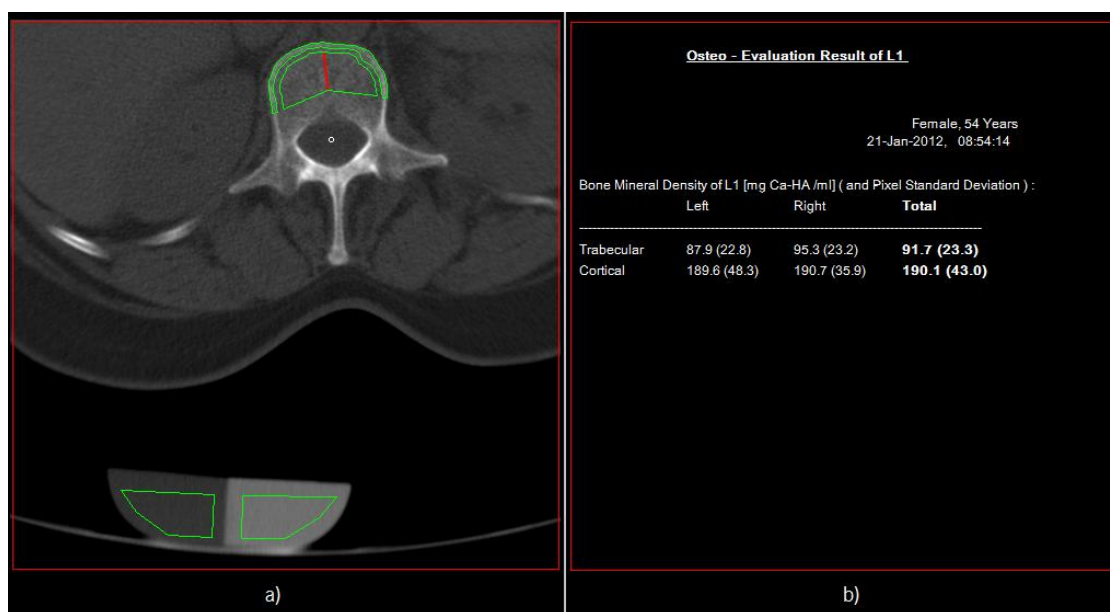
Resultado Osteo TC da vértebra L1 para o paciente 2: a) definição das ROIs para o corpo vertebral e para o fantoma; b) densidade trabecular e cortical, definidas para o lado anatómico direito e esquerdo.
